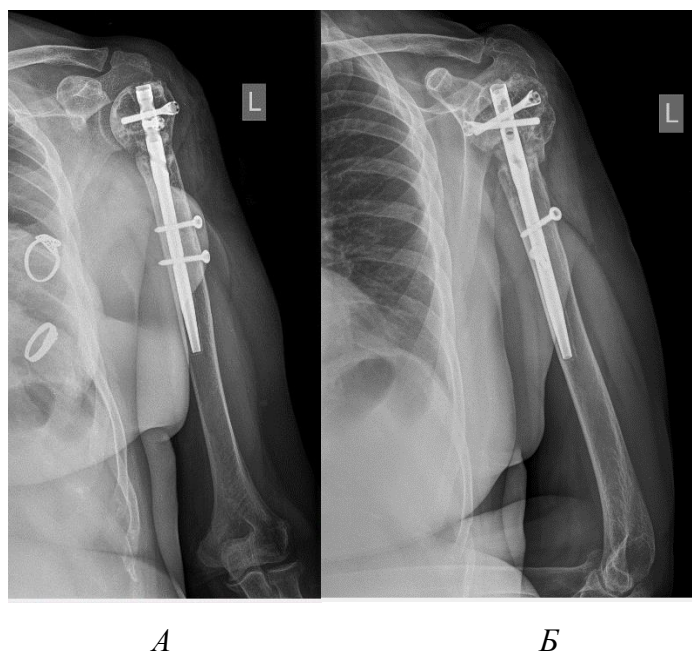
Рентгенография после удаления винтов
